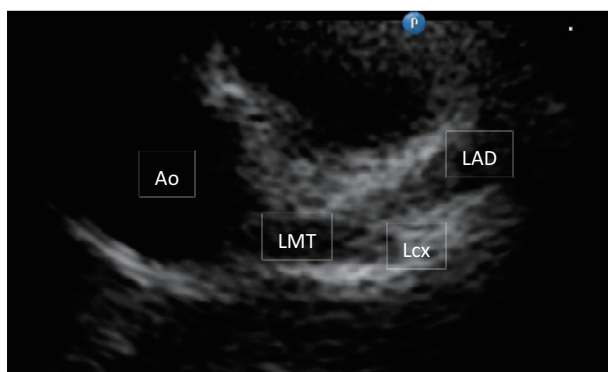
Echocardiography of left coronary artery at 16th illness day.
